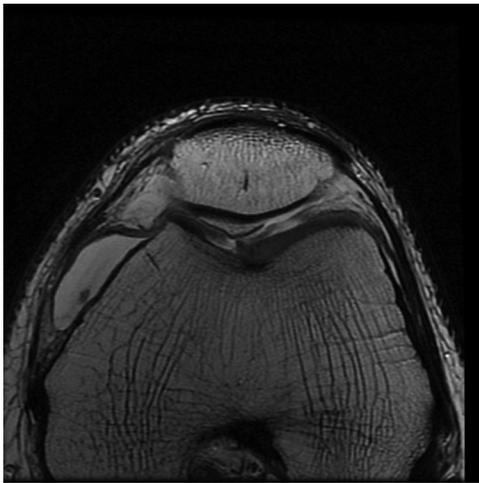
Corte axial de RM de control.
